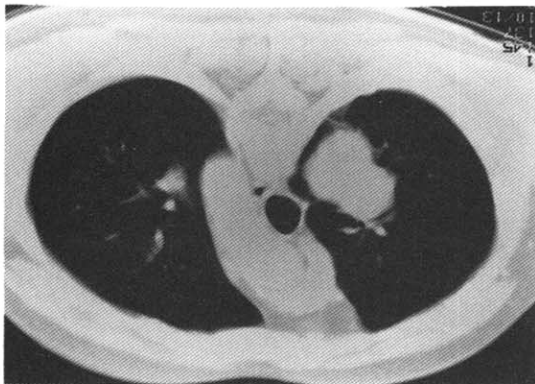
Axial CT scan at the level of aortic arch showed a lobulated, vascular mass like lesion in posterior segment of Right upper lobe. Another ill defined nodular opacity was found in Left upper lobe.
